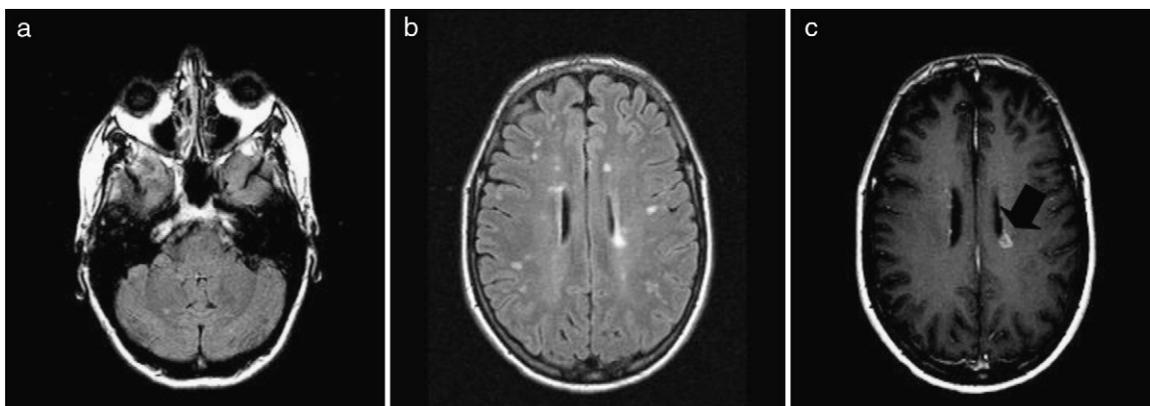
Se repitió la RMN craneal a los cuatro meses. Secuencias FLAIR axial (a y b) y secuencia potenciada en T1 axial con administración de gadolinio (c), donde se evidencia la aparición de nuevas lesiones no observadas previamente, algunas de ellas con realce en anillo con el gadolinio (flecha).
